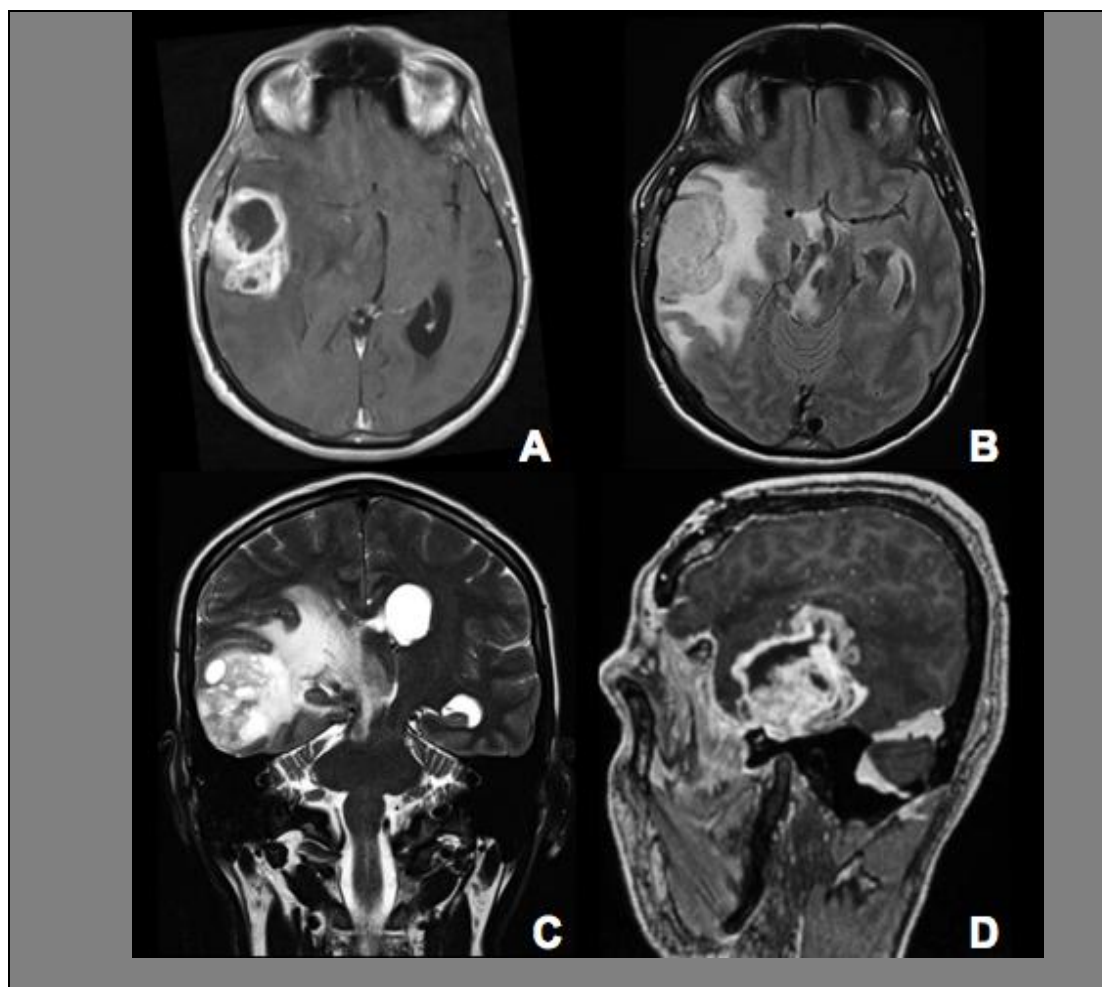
RM pós-operatória evidenciando a recidiva total da lesão. Axial T1 com contraste (A), axial T2 Flair (B), coronal T2 (C) e sagital T1 com contraste.
